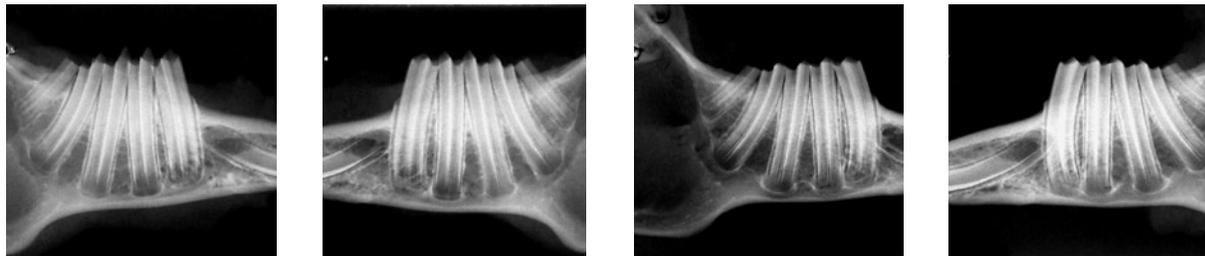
Fotografia das radiografias dos animais do grupo normal (N1 e N2). Vista dos hemiarcos direito e esquerdo, respectivamente.
